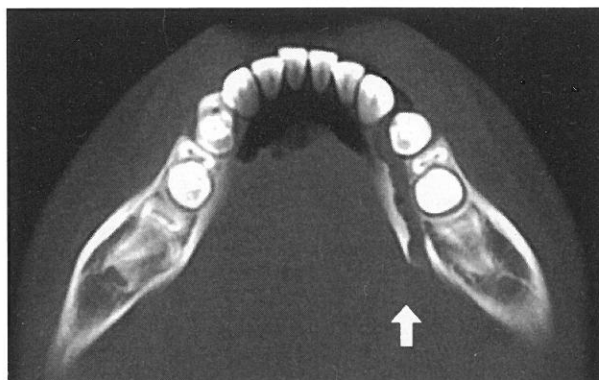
CT image of case 3. Mandibular body fracture was seen.
